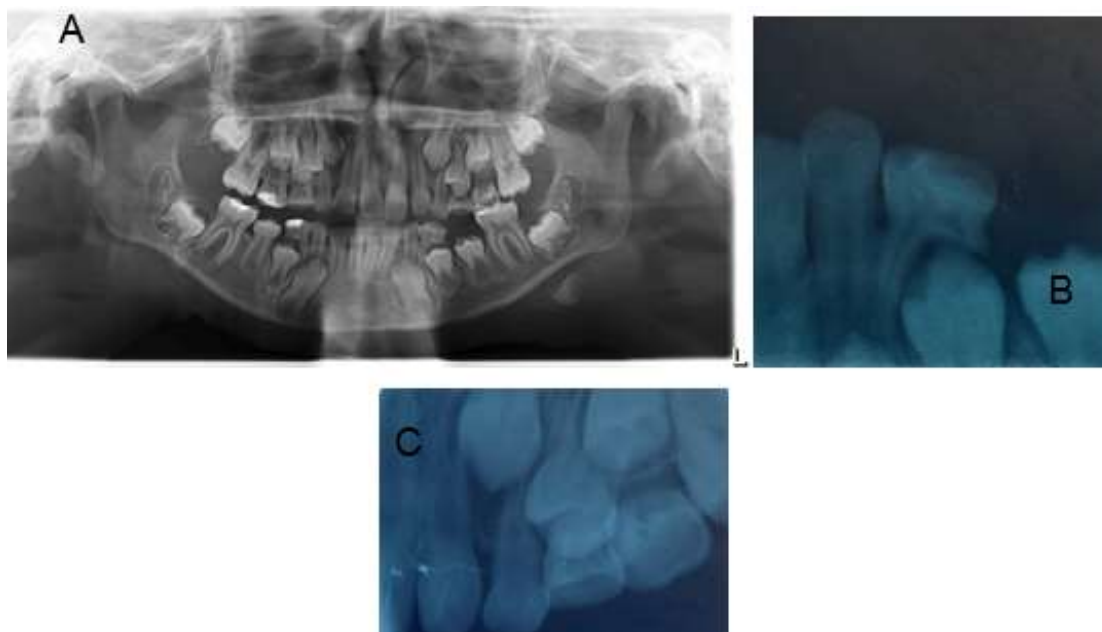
Radiografías: A) Panorámica, B) Periapical órgano dentario 7.4, C) Periapical órgano dentario 6.5
